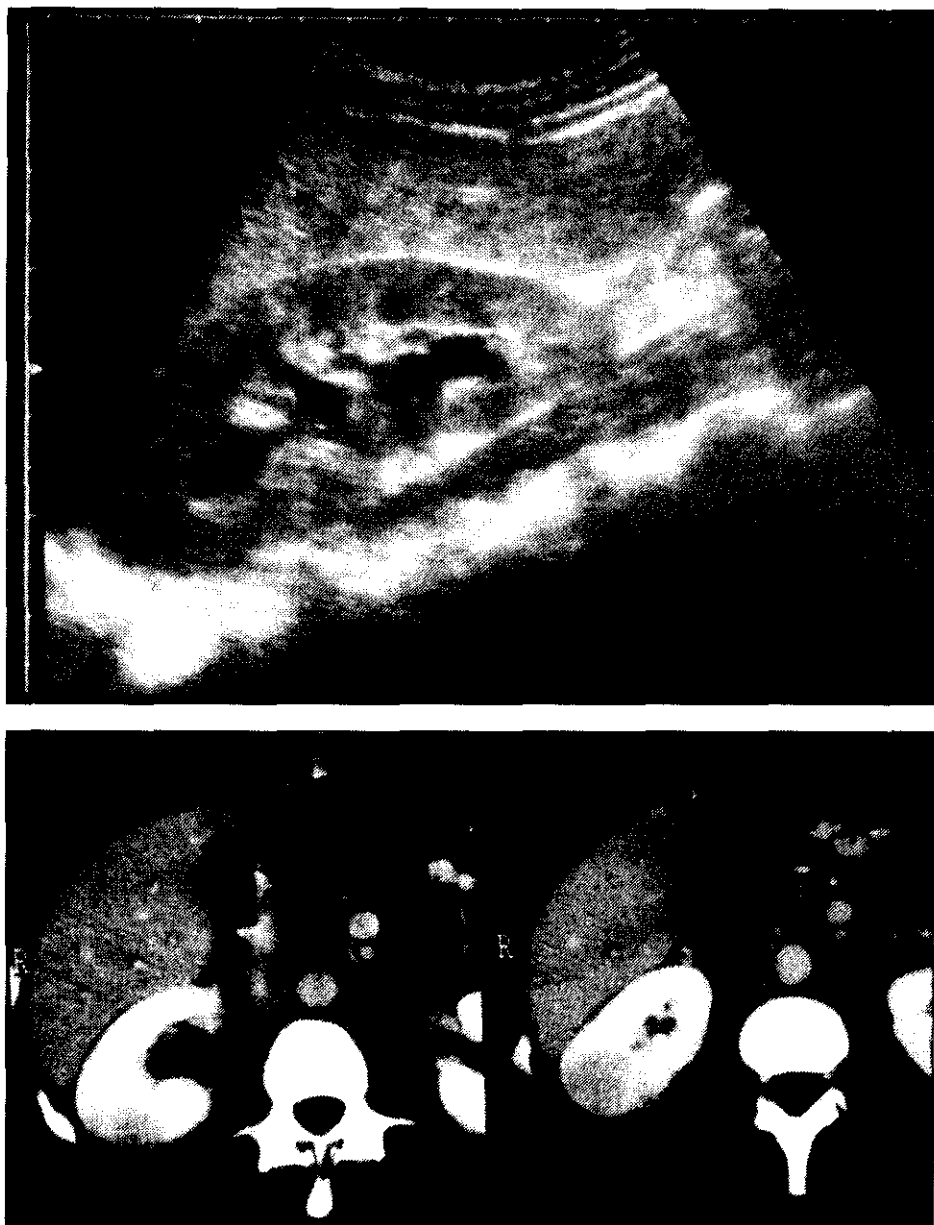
Pielonefritis aguda. 1A) Corte longitudinal del riñón derecho que muestra leve dilatación pielocalicial. No hay evidencia de alteraciones en la ecogenicidad del parénquima. 1B) TC con contraste durante la fase de nefrograma del riñón derecho en el que se observa un área de menor atenuación en forma de cuña en el parénquima renal acompañado de discreto efecto de masa.
